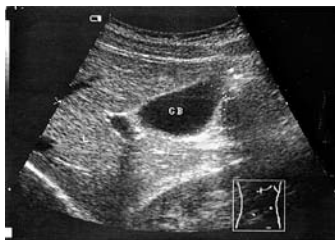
Sonographische Gallenblasenplanimetrie in der größten Längsfläche. L = Leber, GB = Gallenblase
